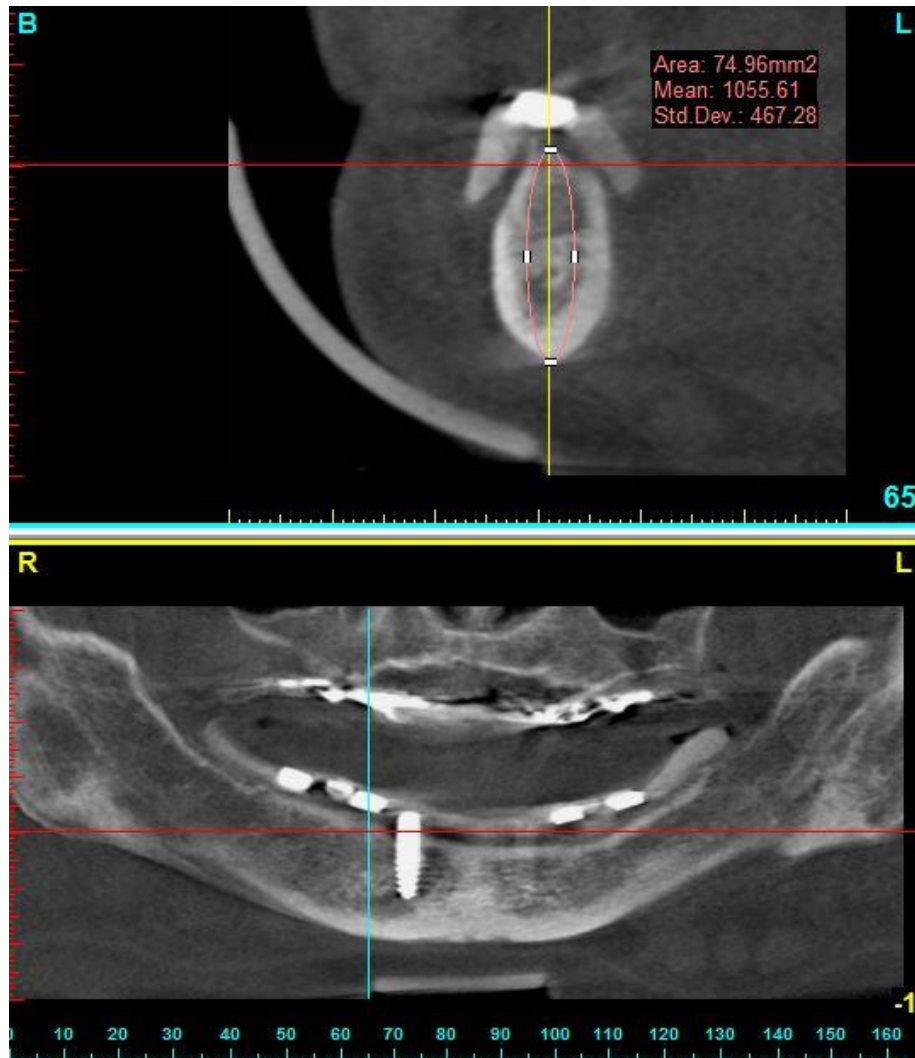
Зрізи КТ зі скан-шаблоном пацієнта Л., 61 років, медична картка стоматологічного хворого № 12. Добре видно маркерні елементи та базис скан-шаблону.
